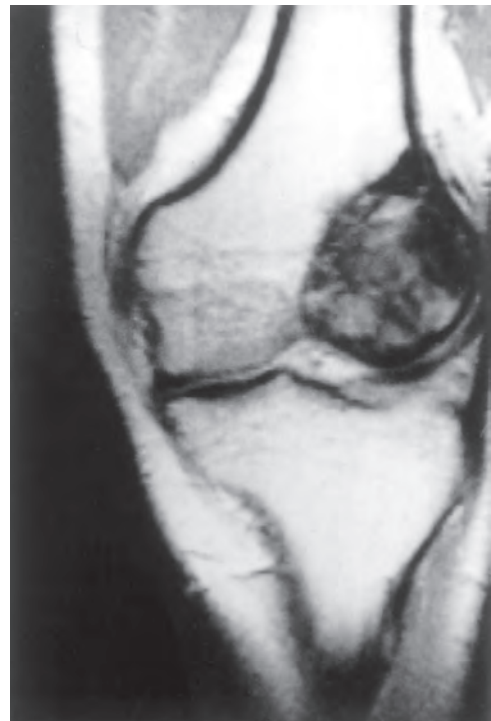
Resonancia magnética de un tumor de células gigantes que sustituye la mayor parte del cóndilo femoral y se extiende a la lámina ósea subcondral.
